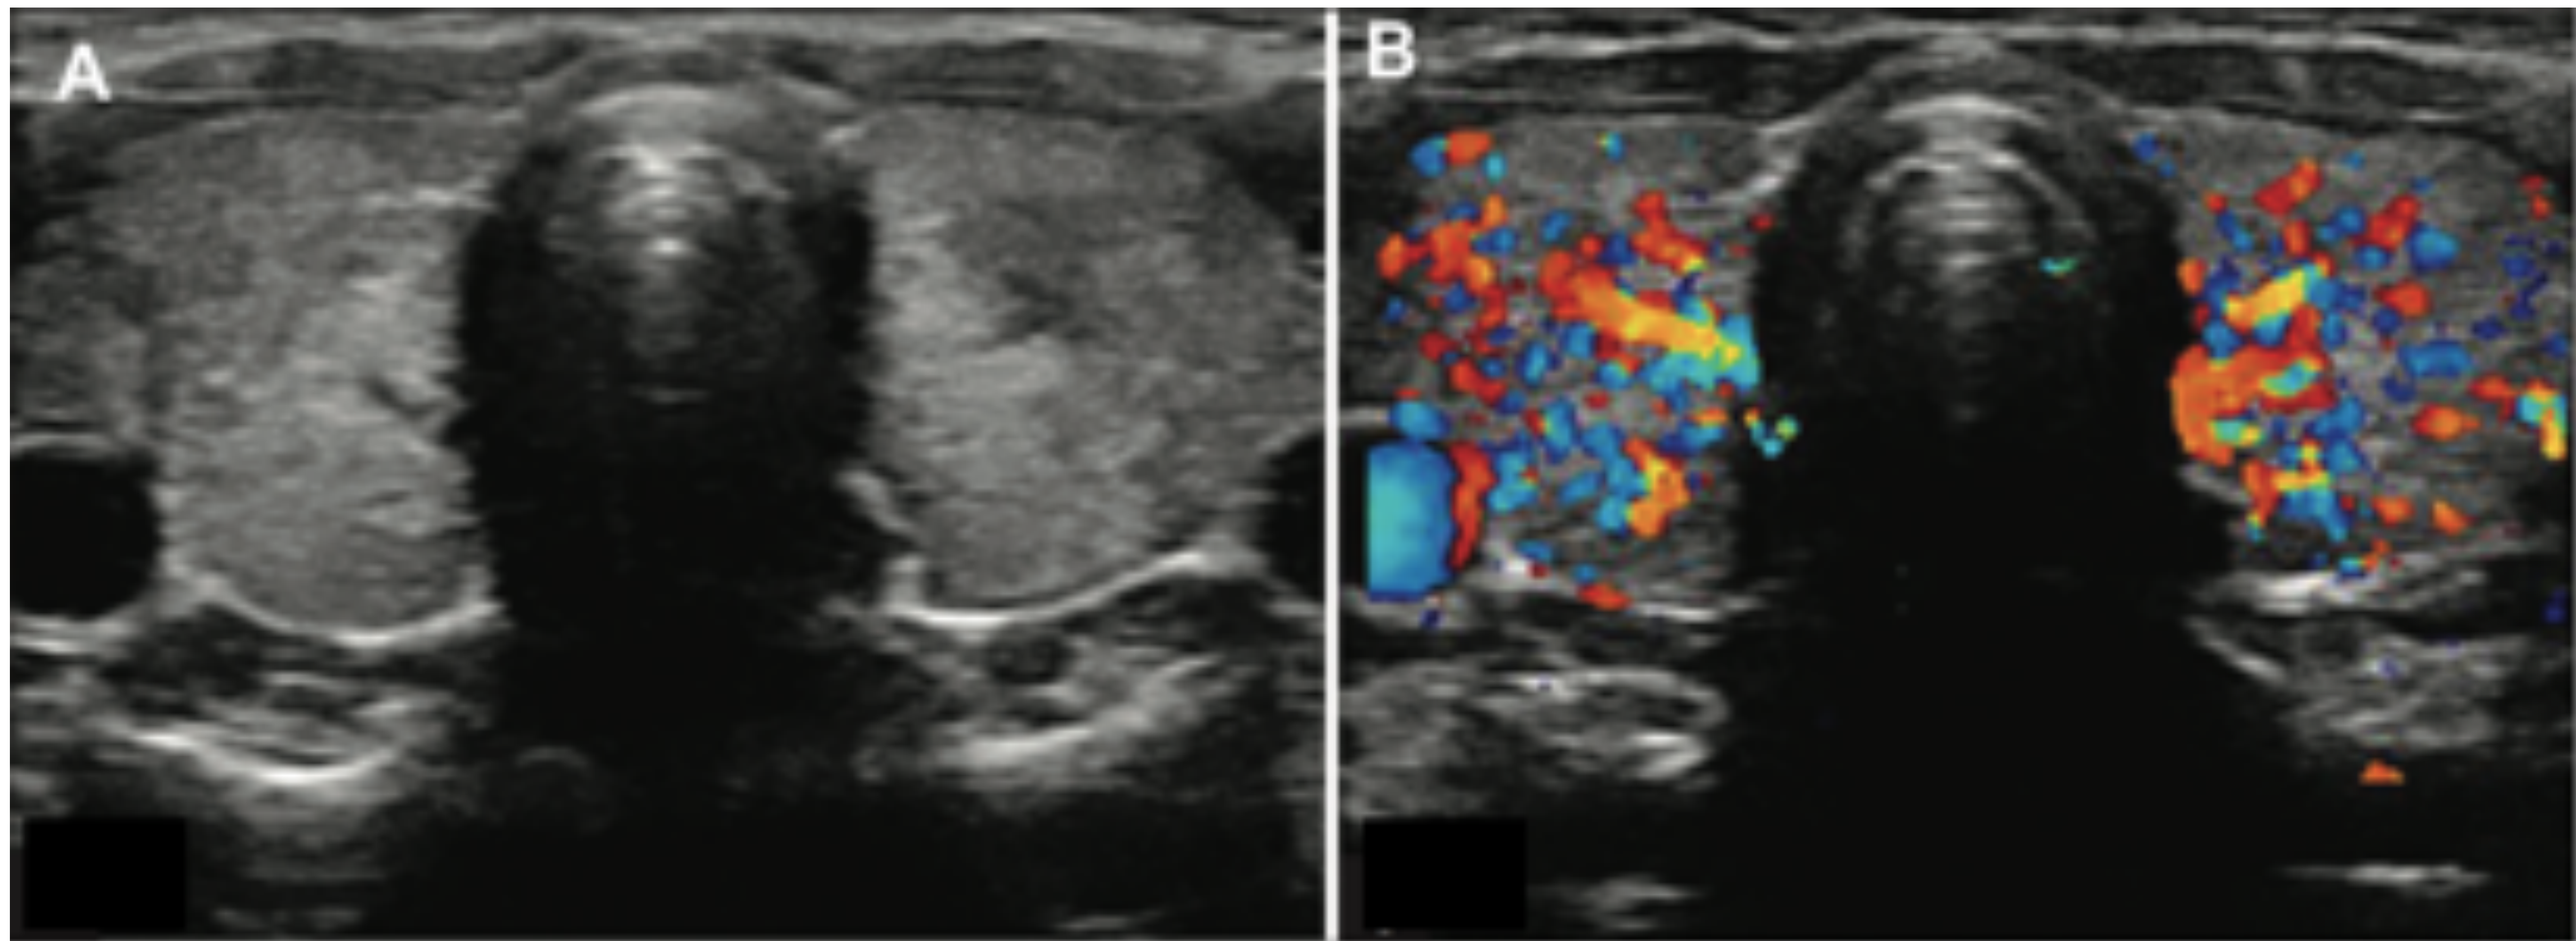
Tiroiditis aguda bacteriana. Paciente con fiebre, elevación de reactantes de fase aguda y dolor cervical anterior. Ecografía tiroidea en plano axial donde se observa tiroides aumentado de tamaño con ecoestructura heterogénea, contornos lobulados (A) y vascularización aumentada (B).
